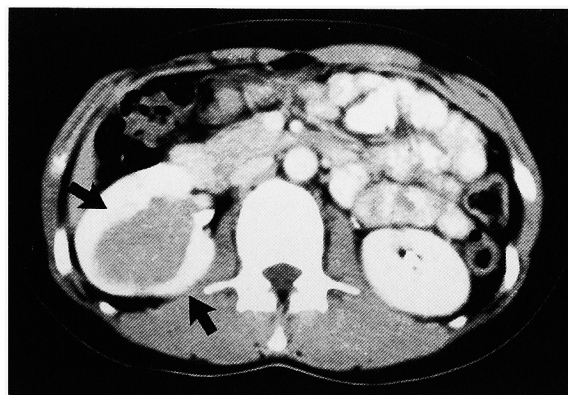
CT reveals a slightly enhanced tumor at the middle pole of right kidney. The tumor size is $4 \times 3 \text{ cm}$.
